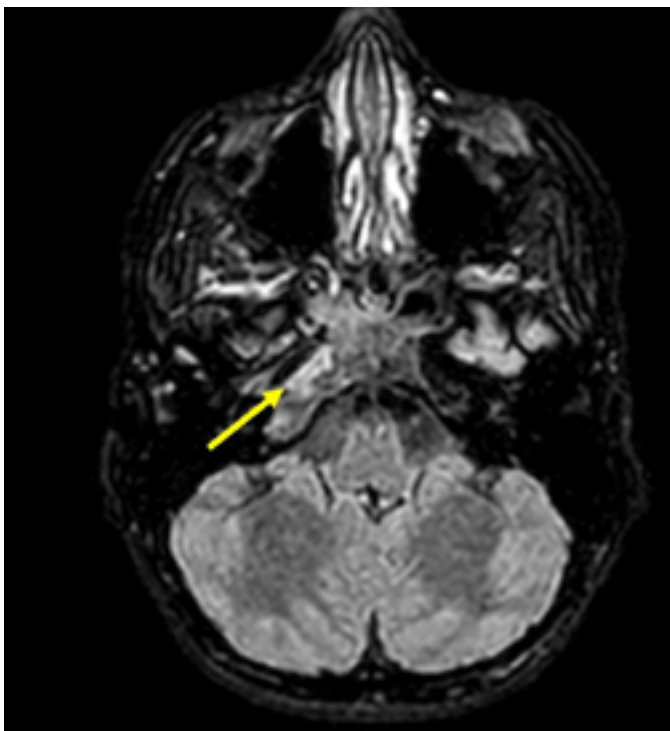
Resonancia Magnética: secuencia FLAIR que muestra alteración de intensidad de la señal de la porción anterior del apex petroso derecho y clivus.
